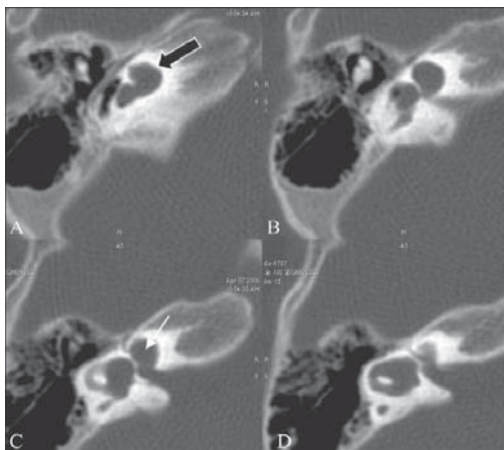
КТ височной кости с неполным разделением улитки 1-го типа.
